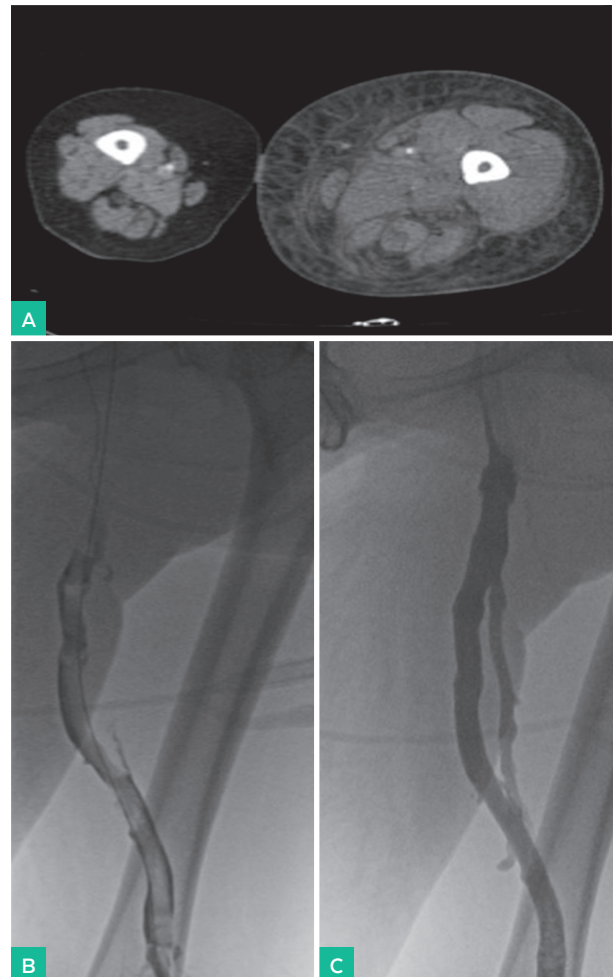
A. Imagen axial de la TC, a nivel del tercio distal de los muslos, donde se aprecia permeabilidad arterial y trombosis venosa izquierda con gran hinchazón y edema. B. Imagen de la flebografía con extensa trombosis aguda de femoral superficial. C. Durante la trombectomía, una vez lograda la permeabilidad de femoral superficial.
